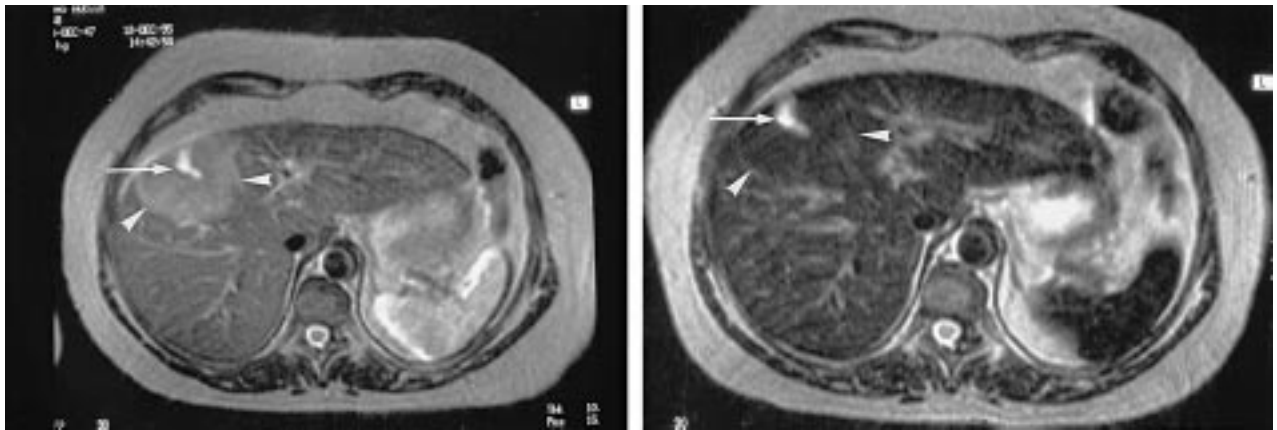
Adénome hépatocellulaire. IRM après injection d'un produit de contraste superparamagnétique. a) Image pondérée en T2 (temps d'écho = 90 ms, temps de répétition = 2 s). La lésion (têtes de flèche) est discrètement hyperintense par rapport au parenchyme adjacent, avec une zone très hyperintense (flèche) correspondant à une hémorragie. b) Image pondérée en T2 (temps d'écho = 90 ms, temps de répétition = 2 s), une heure après injection d'un produit de contraste superparamagnétique (Endorem®) : la lésion (tête de flèche) est en isosignal par rapport au foie adjacent après injection ; la lésion contient donc autant de cellules de Kupffer que le foie adjacent ; la zone interne hémorragique est toujours en hypersignal (flèche).
